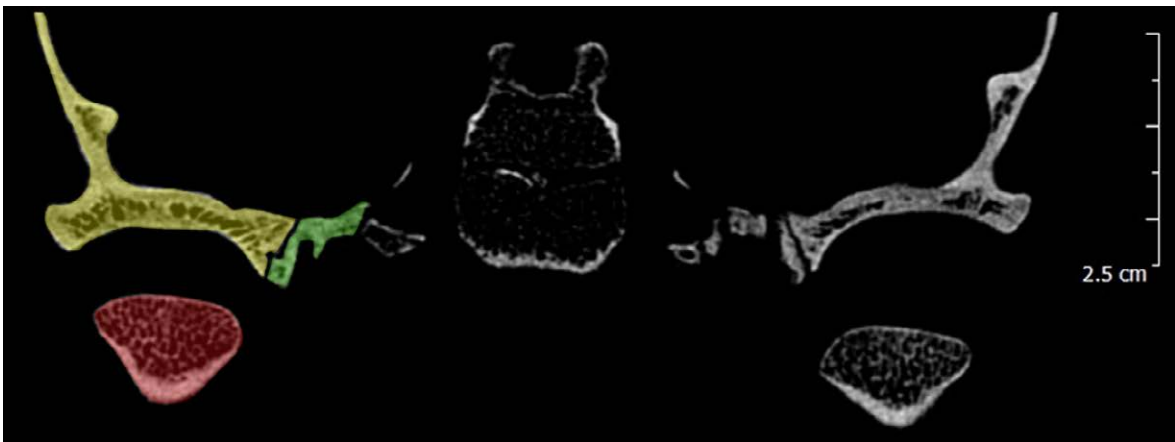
TC *cone beam* di sezione coronale: giallo, porzione squamosa del temporale; verde, osso sfenoide; rosso, testa del condilo. Reperto del Museo di Antropologia dell'Università di Firenze.
